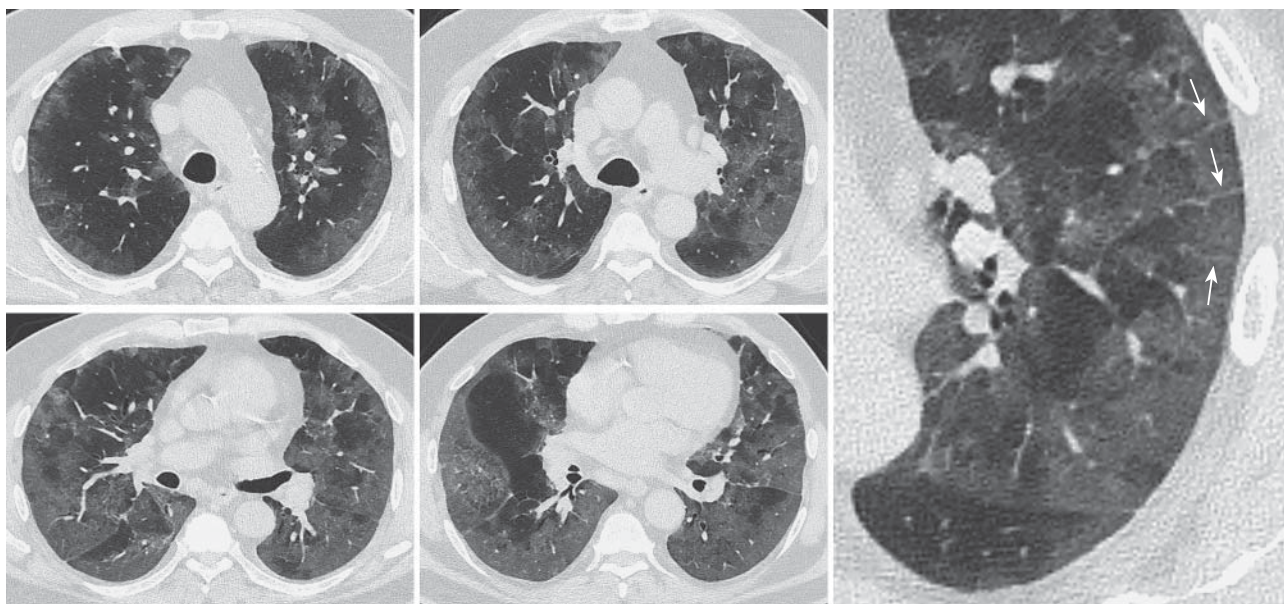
КТ ОГК в аксиальной проекции с увеличенным фрагментом от 03.04.2020. Пациентка 65 лет, COVID-19 (ПЦР). Обширные участки “матового стекла” с преимущественно субплевральным распространением, а также ретикулярными изменениями – утолщением как внутридолькового, так и междолькового (стрелки) интерстиция, что встречается реже.
